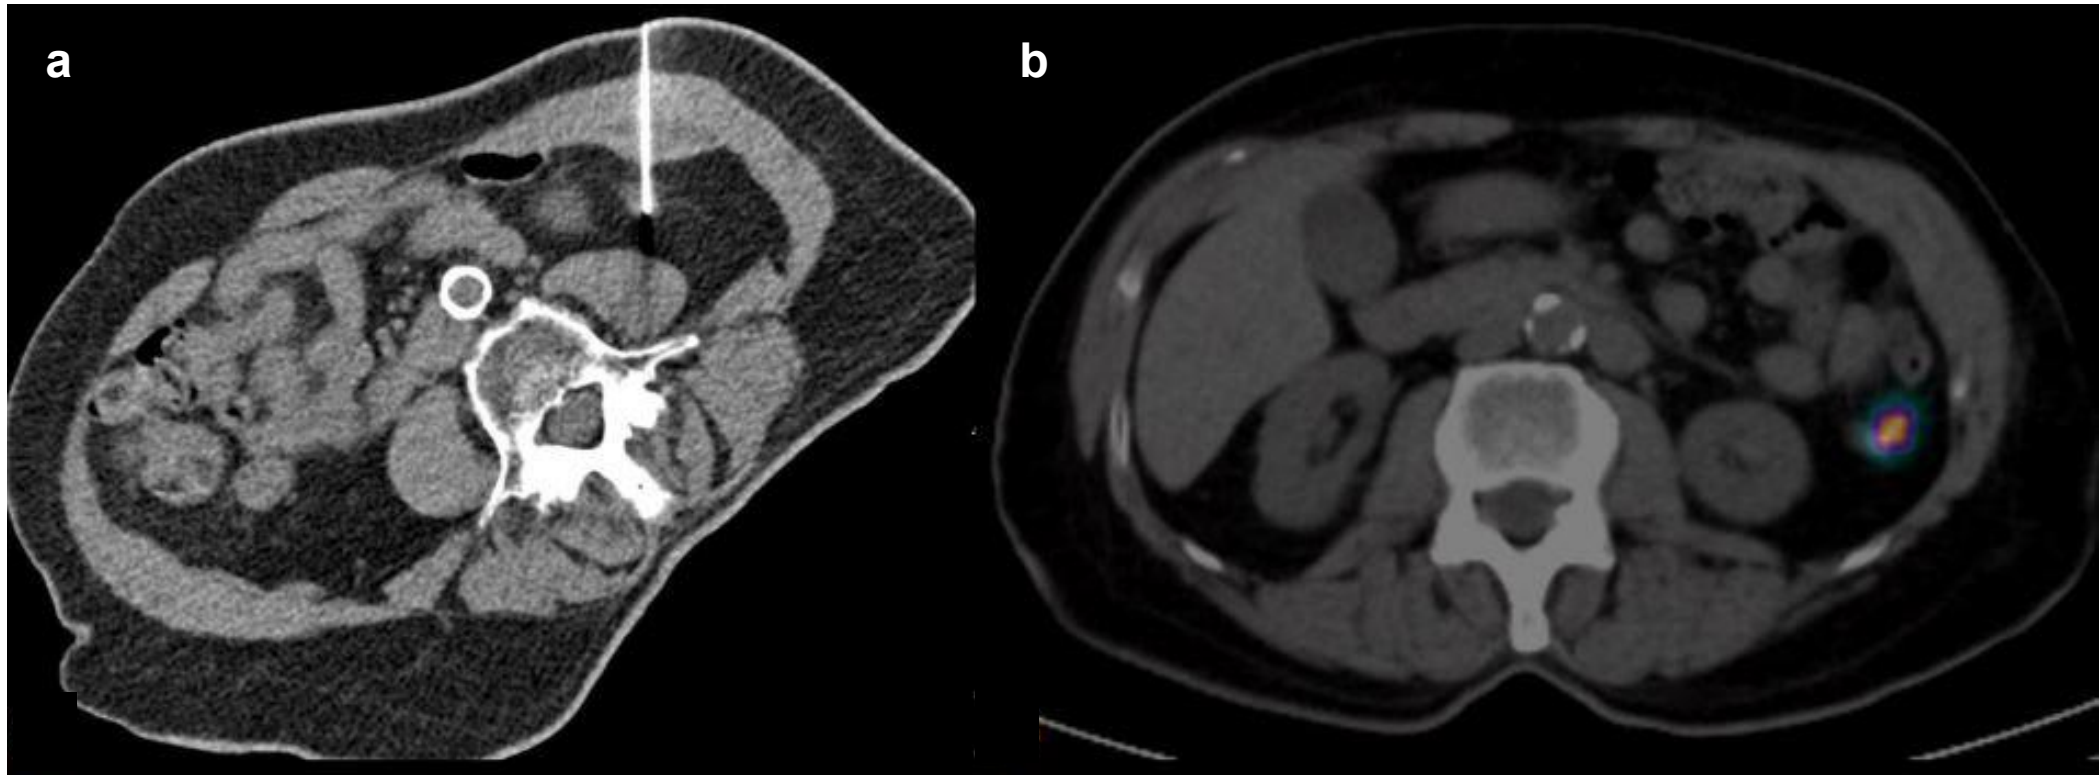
TC (a) y SPECT/TC (b) que muestran un nódulo en la fascia pararrenal izquierda con depósito del radiotrazador, correspondiente a metástasis de carcinoma seroso uterino.
